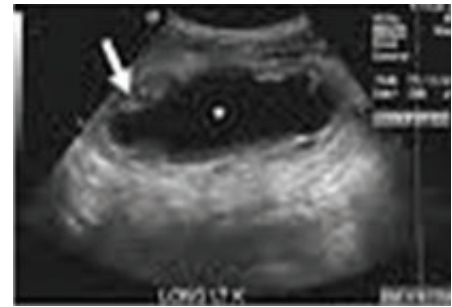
Ecografia abdominopélvica realizada durante o internamento. A seta indica aumento da área entre a pélvis renal e o ureter esquerdo, sugestivo de hidronefrose.
